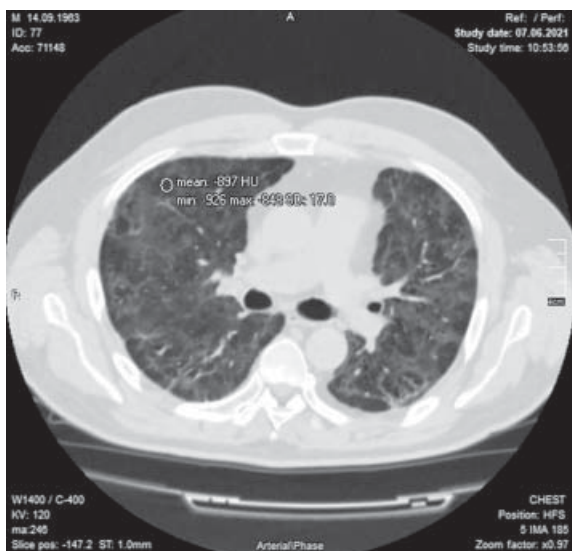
Аксіальний зріз КТ того ж хворого Д. через 2 місяці (07.06.2021 р.)
